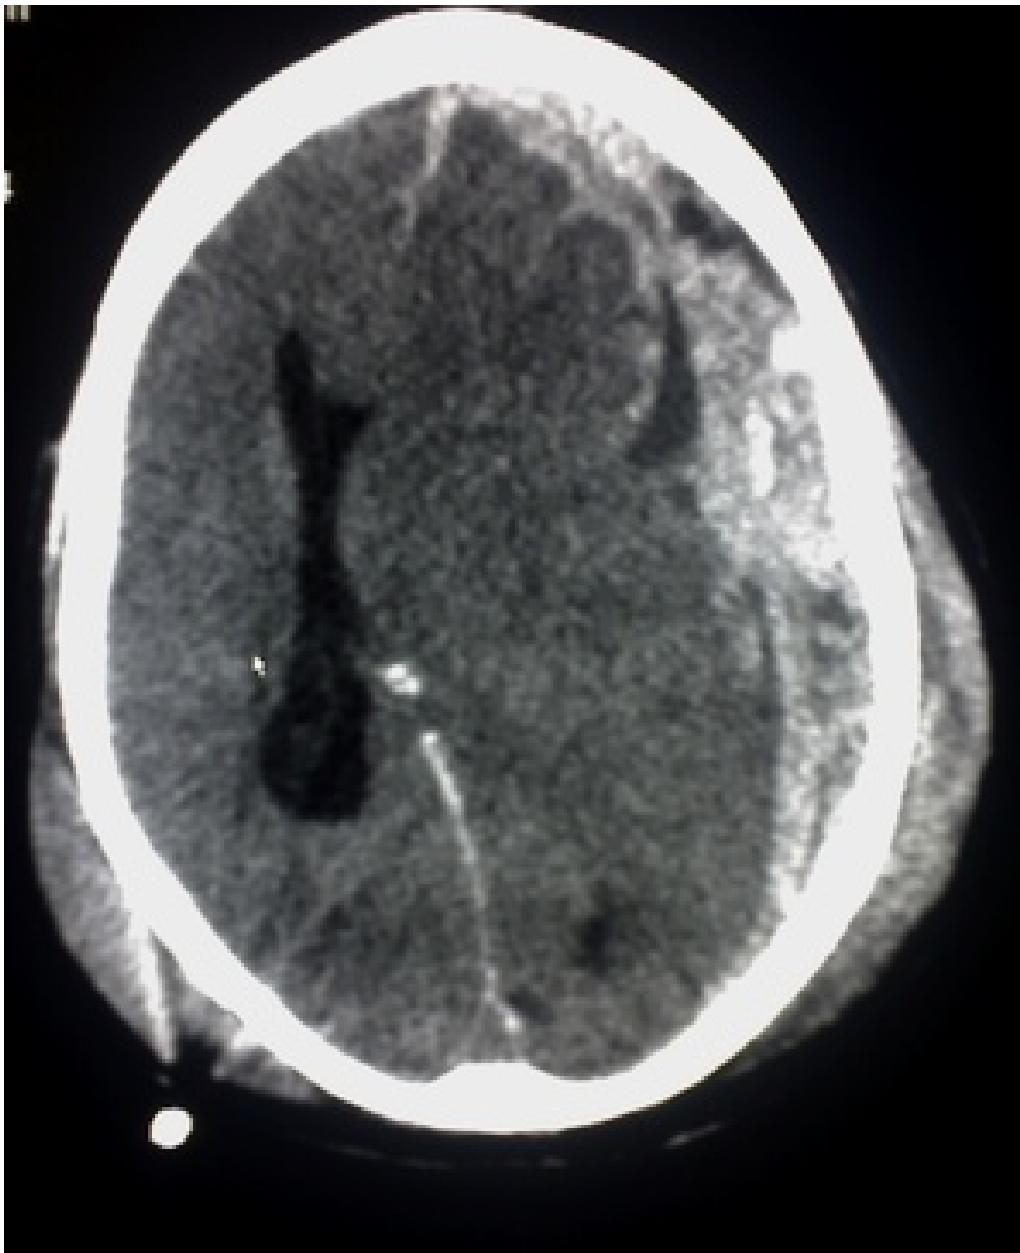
Subdurales Hämatom, CT axial
